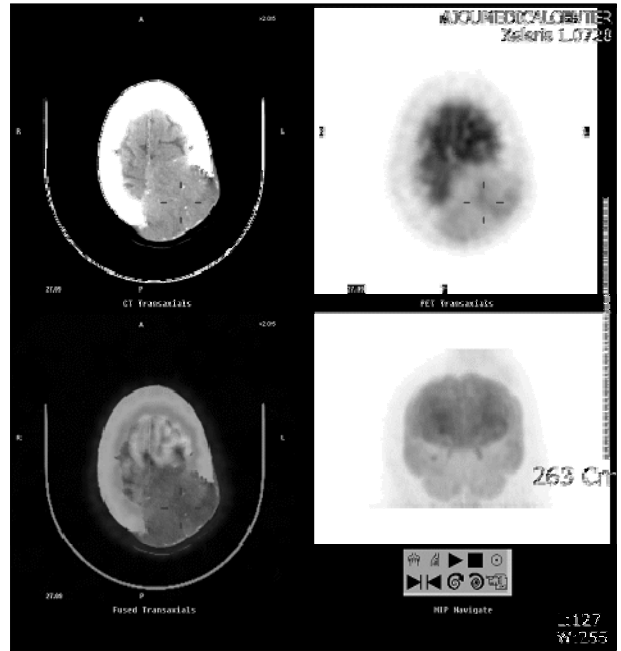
FDG PET-CT-mild heterogenously increased FDG uptake in scalp soft tissue. no abnormally increased FDG uptake to suggest distant metastasis.
